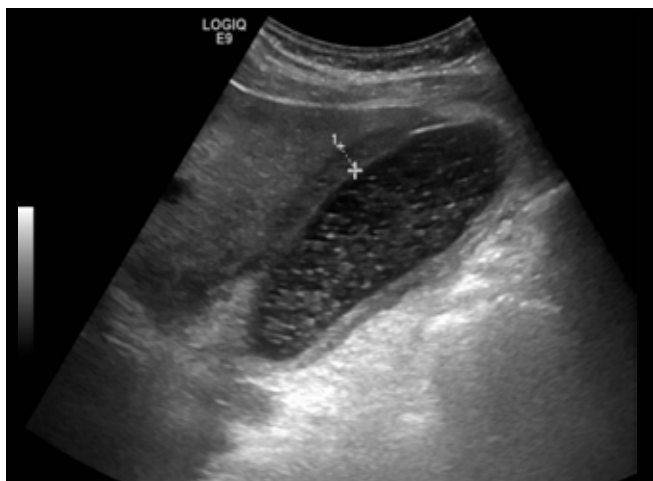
All'ecografia si visualizza una colecisti a pareti ispessite, a contenuto corpuscolato e una raccolta pericolecistica (da 1 a +) di 86 mm.
